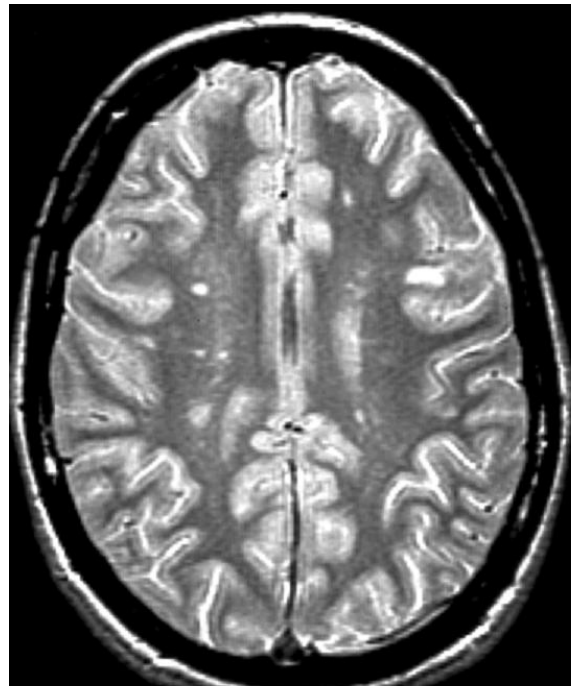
Accident de décompression cérébral avec paresthésies du membre supérieur gauche (IRM cérébrale).
